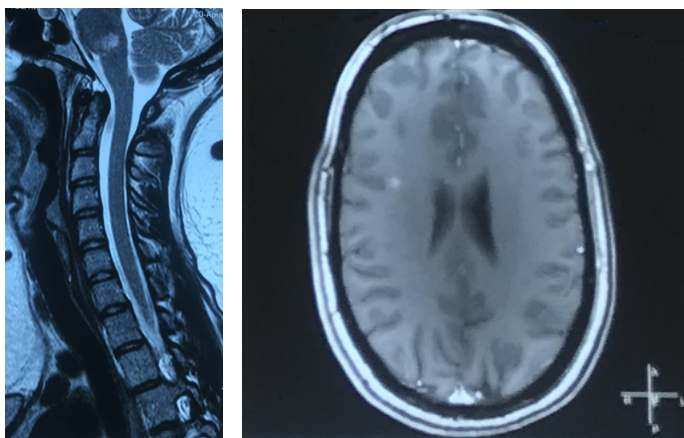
МРТ головного мозга и шейного отдела позвоночника с захватом ствола мозга, пациентка П-ко Е.Р. (И/б № 152799-2019)
